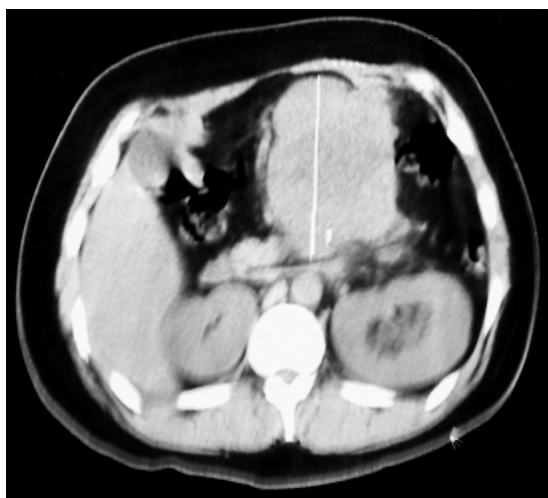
TC que evidencia masa sólida intra-abdominal de origen retroperitoneal, de 16 cm, heterogénea, con involucro del hilio renal izquierdo.
